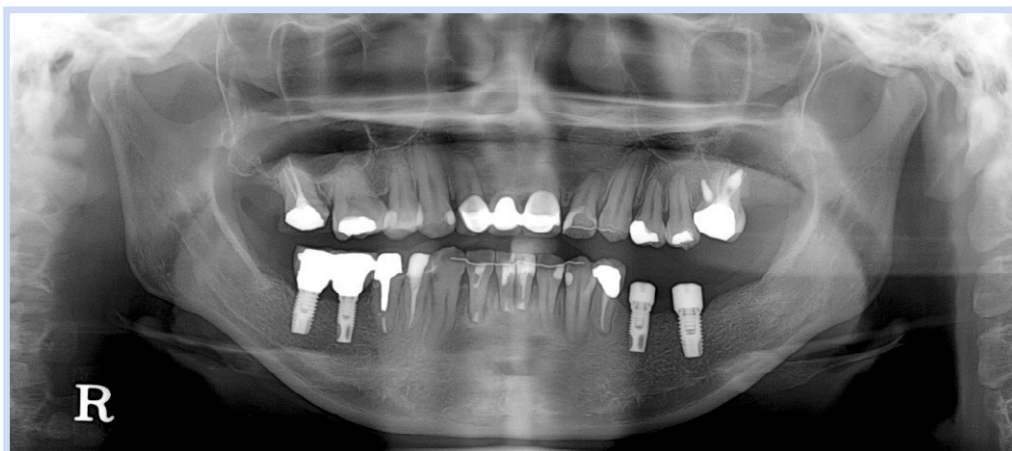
PPostoperative panoramic radiograph.
